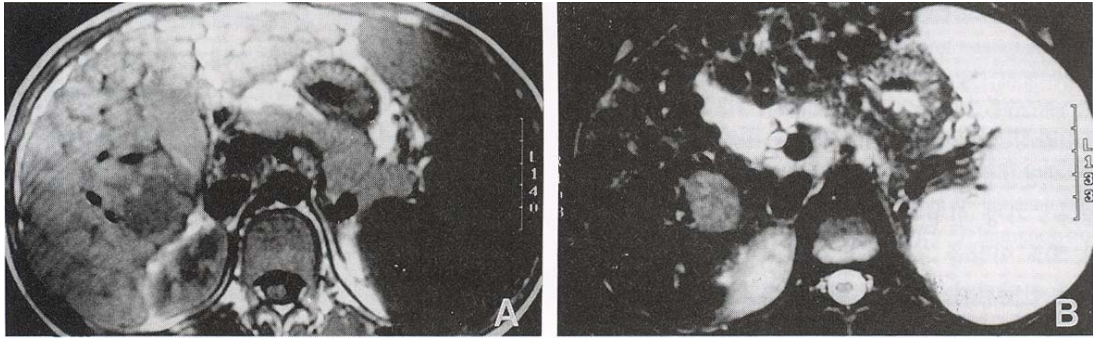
Liver MRI (A: T1WI, B: T2WI) shows about 3×2 cm sized tumor mass in the right hepatic lobe (S6) and liver cirrhosis with multiple macronodular regenerating nodules and marked splenomegaly.
